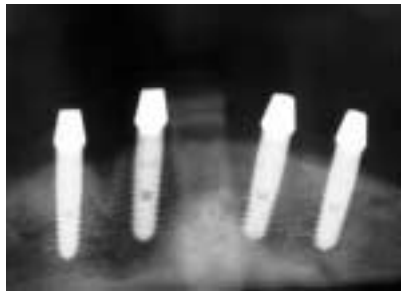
Aufsetzen der konischen Paracentric-Stegaufbauten. – Abb. 11: Postoperativer Röntgenbefund. – Abb. 12: Festschrauben der Stegaufbauten.
